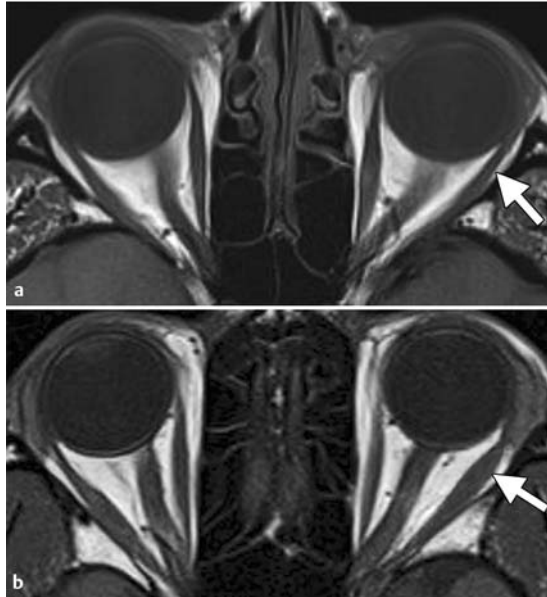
Vergrößerung eines isolierten äußeren Augenmuskels bei einem 22-jährigen Mann mit horizontalem Strabismus, der sich einer Therapie mit Bupivacaininjektionen zwecks Korrektur der Augenausrichtung unterzieht. a Axiale T1w MRT-Aufnahme vom Zustand vor der Behandlung: Die äußeren Augenmuskeln erscheinen symmetrisch; insbesondere der linke M. rectus lateralis ist unauffällig (Pfeil). b Axiale T1w MRT-Aufnahme 6 Wochen nach Injektion von Bupivacain: leichte diffuse Vergrößerung des linken M. rectus lateralis (Pfeil) im Vergleich mit der Aufnahme vor der Behandlung.
